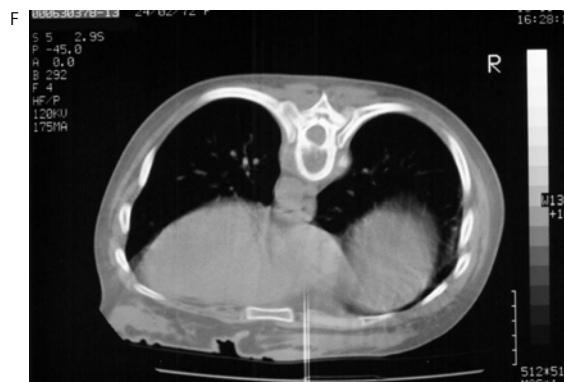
Espondilodiscite tuberculosa. Radiografia com aumento de partes moles e acunhamento vertebral (A) e (B). Tomografia computadorizada com lise do corpo vertebral e formação de abscessos (C), (D) (E) e (F).
